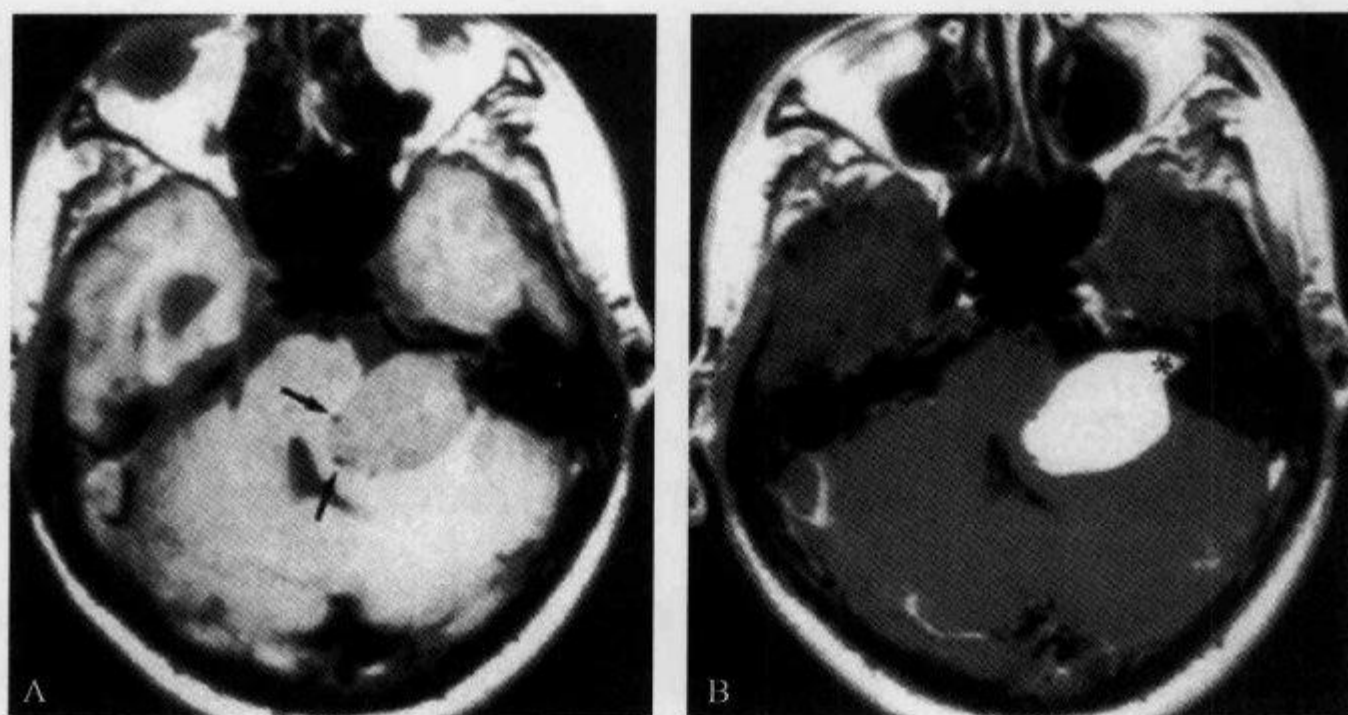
听神经瘤患者, MRI 示“锐角征”
